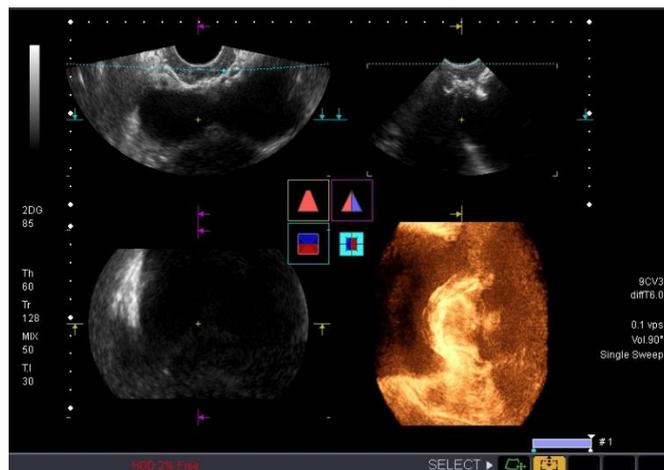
3D УЗИ, режим объемной реконструкции. Локализация сетчатого импланта (Ib подгруппа)
